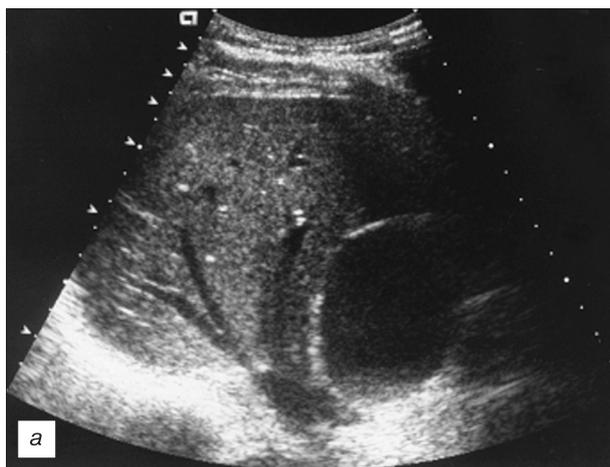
Киста холедоха I типа (больной Н., 5 лет). На УЗ-томограмме (а) в воротах печени определяется овальной формы кистозная структура размером до 7×6 см; стенка кисты тонкая и ровная (б: тот же больной, 19 лет, через 14 лет после операции цистодуоденоанастомоза и холецистэктомии). На сонограмме патологических образований в воротах печени нет. Внутривнутрипеченочные и внепеченочные протоки не расширены.
